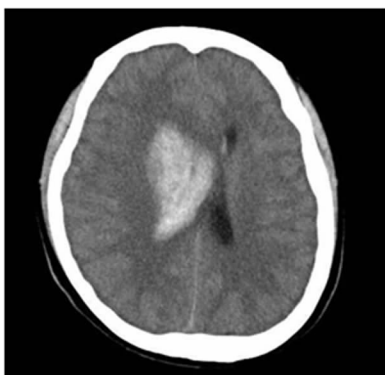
术前头部 CT 表现(10 月 29 日)
